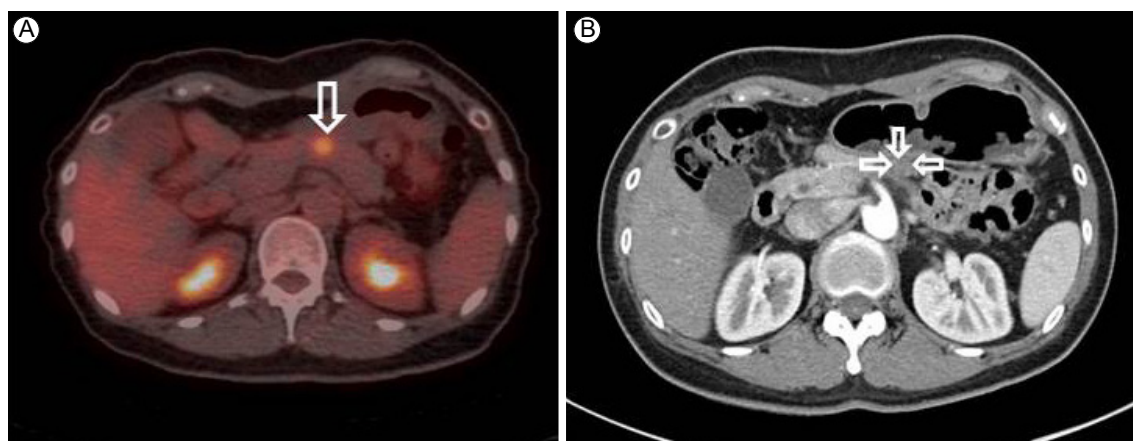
(A) A new appeared focal hypermetabolic lesion adjacent to the pancreatic body on positron emission tomography (PET)/computed tomography (CT) (white arrow). (B) Exophytic solid pancreatic mass in the inferior part of the pancreatic body on contrast CT of pancreas (10 mm in diameter, see white arrows).
